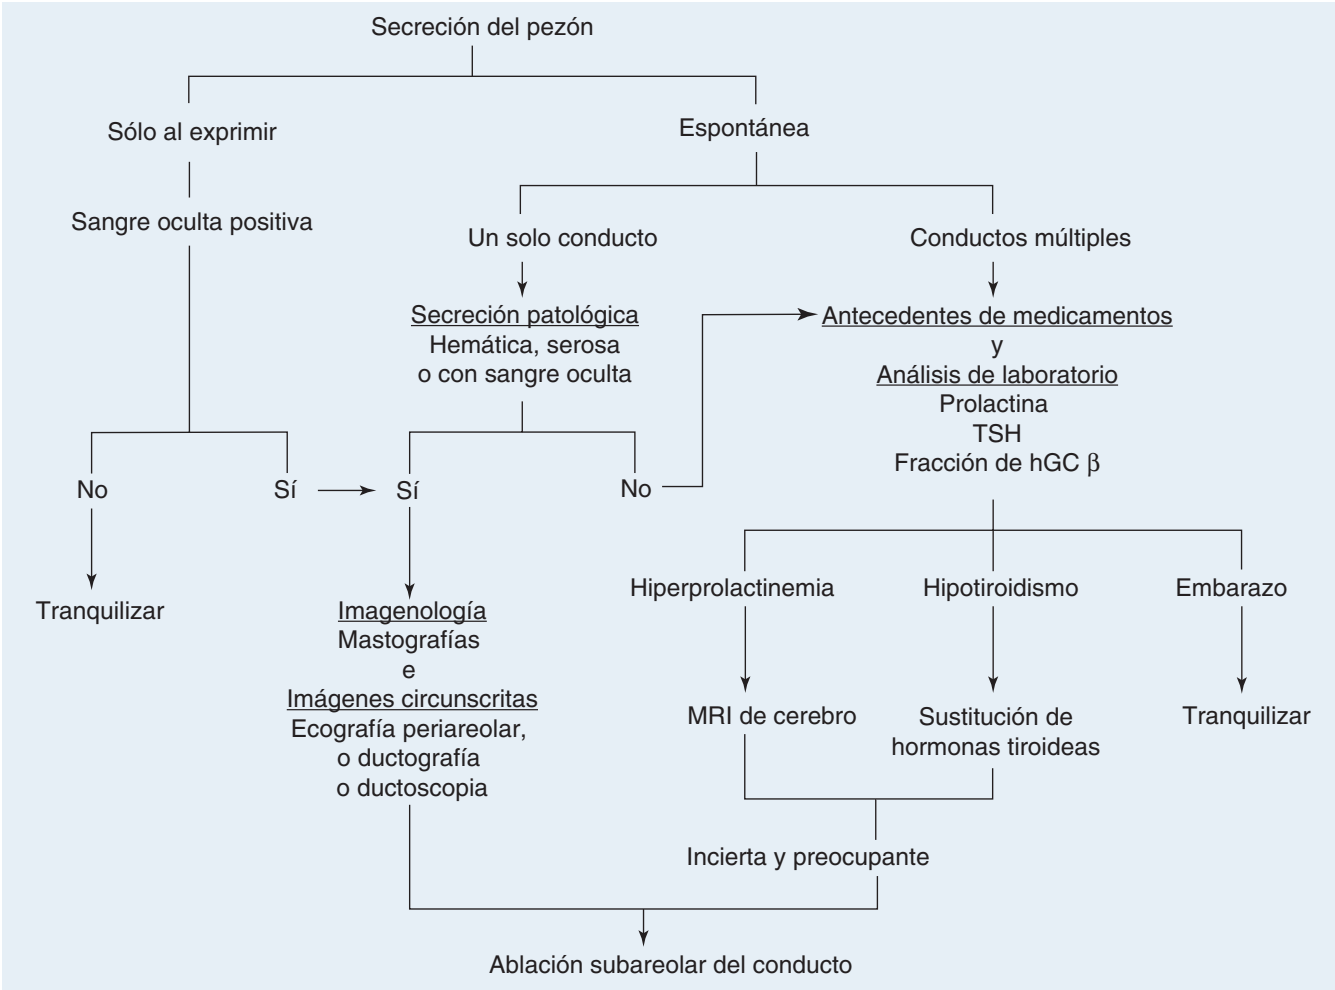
Algoritmo diagnóstico para valorar la secreción del pezón. hCG = gonadotropina coriónica humana; MRI = resonancia magnética; TSH = hormona estimulante de la tiroides.
